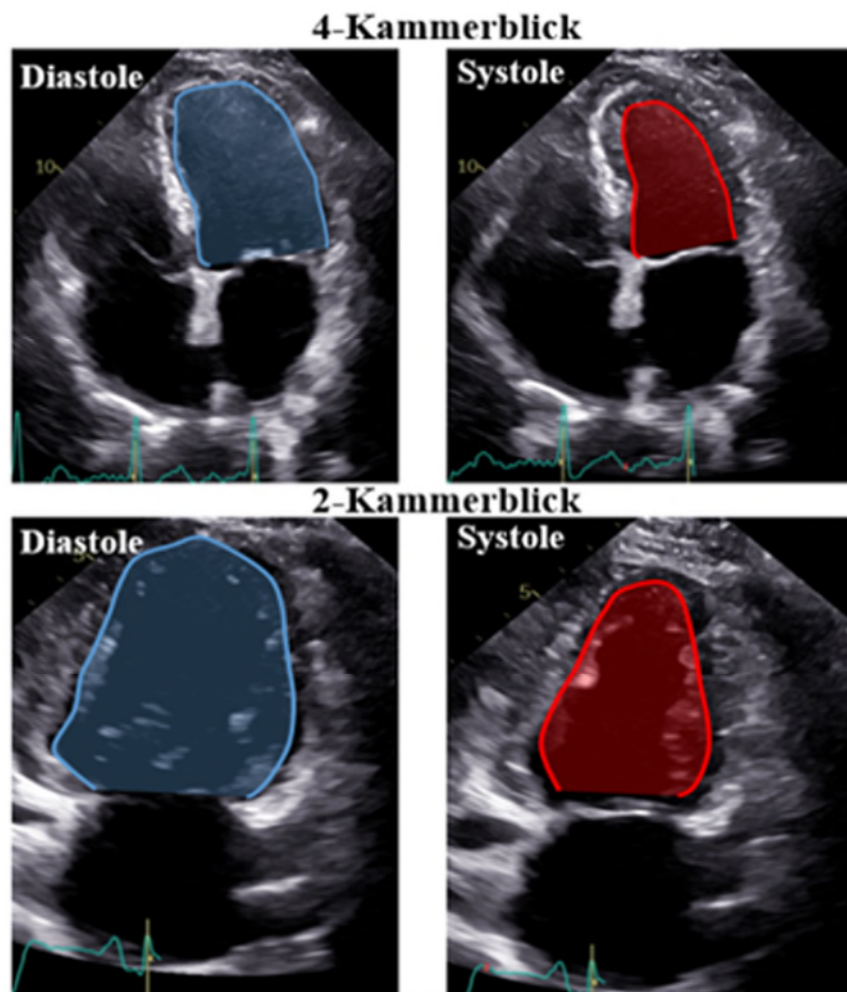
Bestimmung der LV-Funktion mittels transthorakaler Echokardiographie. Darstellung eines 4-Kammer sowie 2-Kammer Schnittes in End-Diastole (blau) und –Systole (rot).
